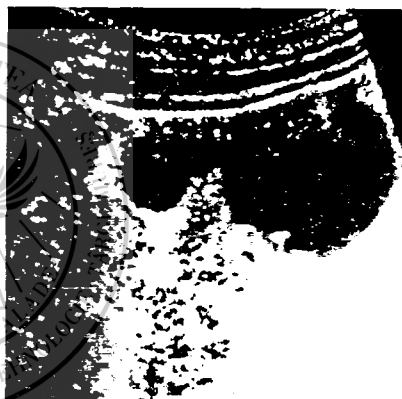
Ecografia tubului digestiv. Cancer de colon sigmoid
